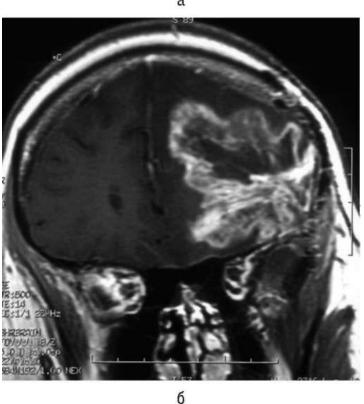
Большая внутримозговая опухоль (глиобластома) лобной доли, магнитнорезонансная томография, Т1-взвешенные изображения с контрастным усилением: а сагиттальная; б - фронтальная проекции
